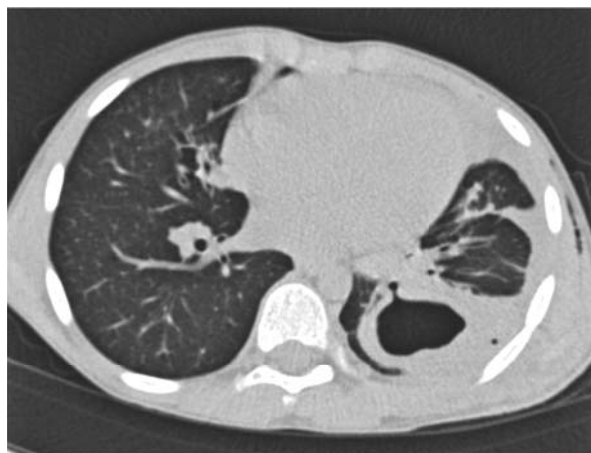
Tomografie computerizată a pacientului P. la a 11-a zi după intervenție chirurgicală. Aspectul imagistic al cavității reziduale postoperatorii a plămânului stâng care comunică cu bronhia segmentară, semne de bronhopneumonie polisegmentară și pleurezie pe stânga
